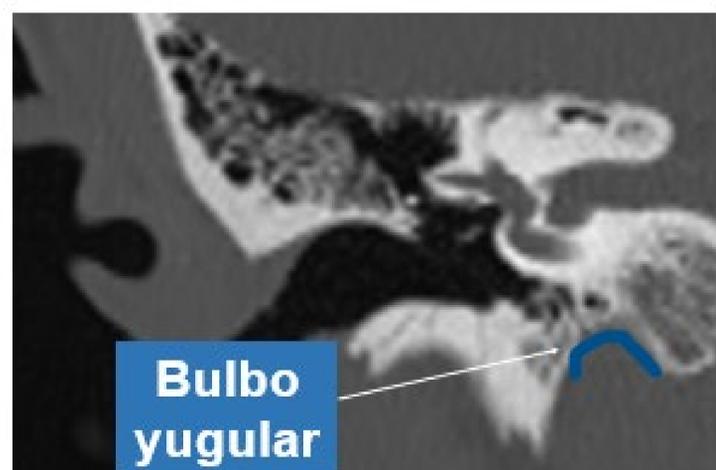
Imagen de TC en plano coronal del oído. Se señala (azul) el suelo de la cavidad timpánica.
